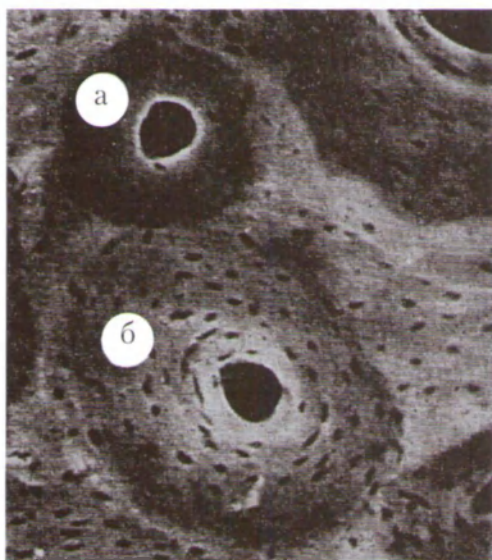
Микрорентгенограмма среза бедренной кости взрослого человека  $\times 200$  [45]; а – склероз внутреннего края остеона; б – градиент минерализации остеона
